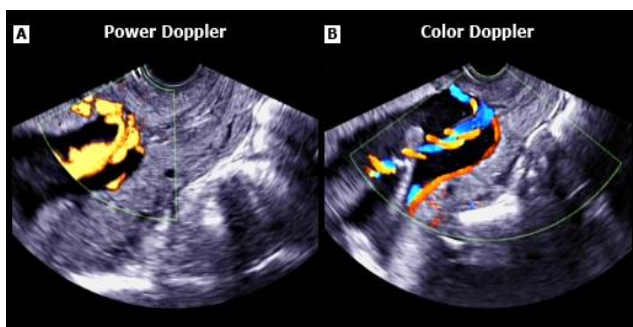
Imagen ecográfica de Vasa Previa con Power Doppler (A) y Doppler color (B) (1)
